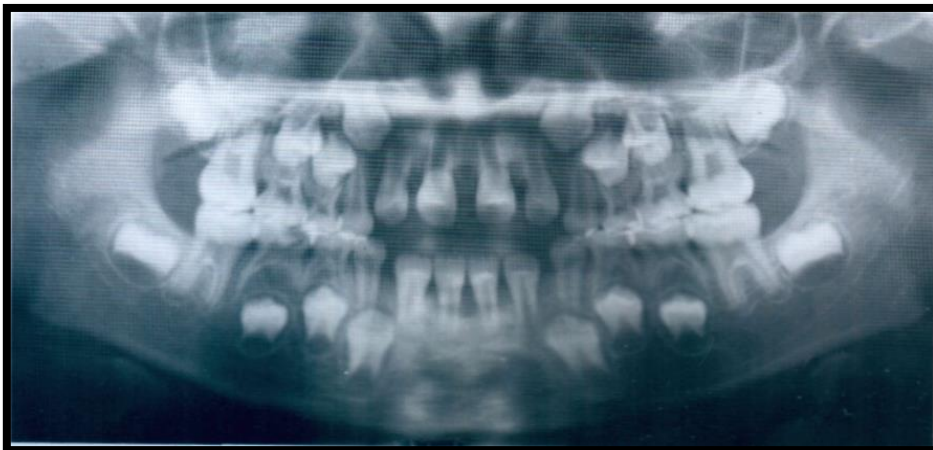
radiographie panoramique avant traitement (73)
